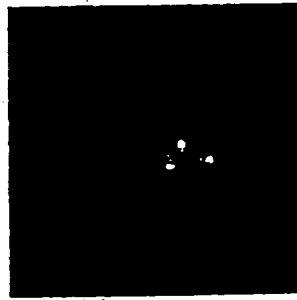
MRI image of three series receiver coil.
